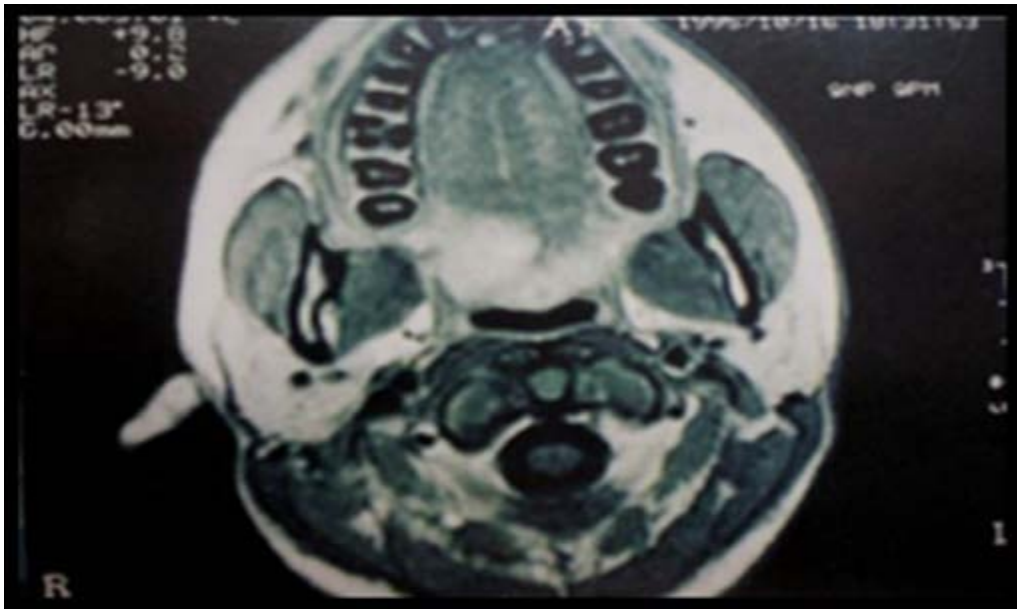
IRM d'un carcinome adénoïde kystique du palais mou. [64]
